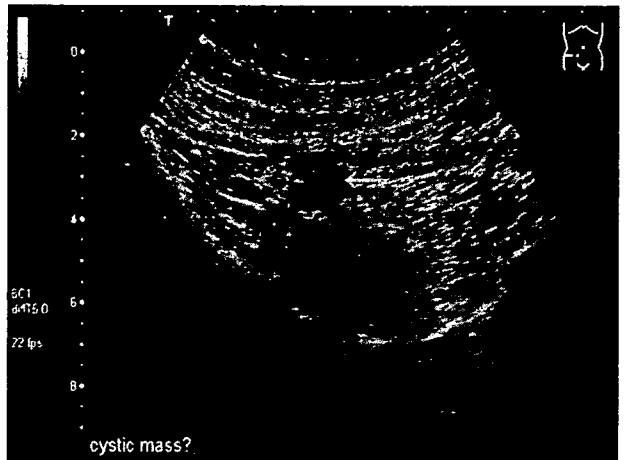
虫垂に一致して内部に低エコーの嚢胞性腫瘤を認める (←)。腫瘤内に高エコーは混在しない。嚢胞壁不整や乳頭状腫瘤は認めない。
